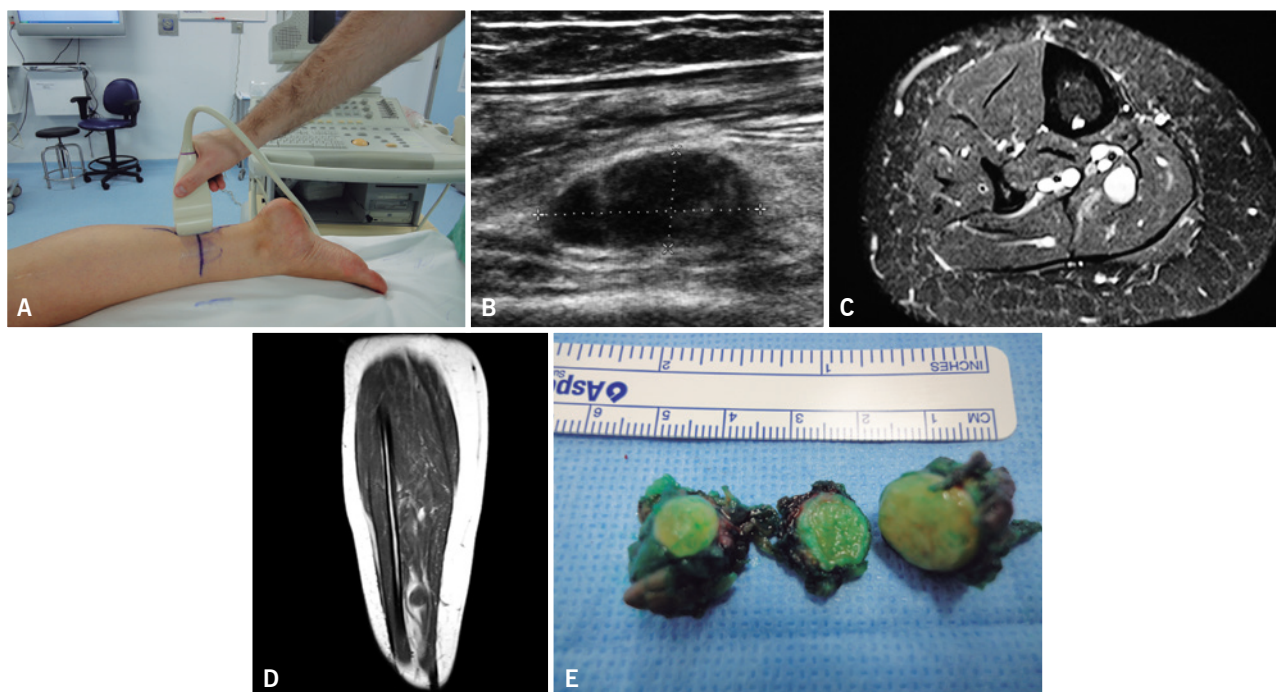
Schwannoma de tornozelo. Paciente com dor na região distal da perna. Em (A) e (B) o aspecto do ultrassom, que foi utilizado no intra-operatório para localizar a lesão e mostra tumor bem definido, fusiforme e de trajeto longitudinal. Em (C) ressonância magnética em visão axial, ponderada em T-2, onde se evidencia lesão com alto sinal, arredondada e sem edema a seu redor. Em (E) corte sagital, ponderado em T-1, onde se evidencia lesão de baixo sinal, circundada por gordura, característica do tumor do nervo
